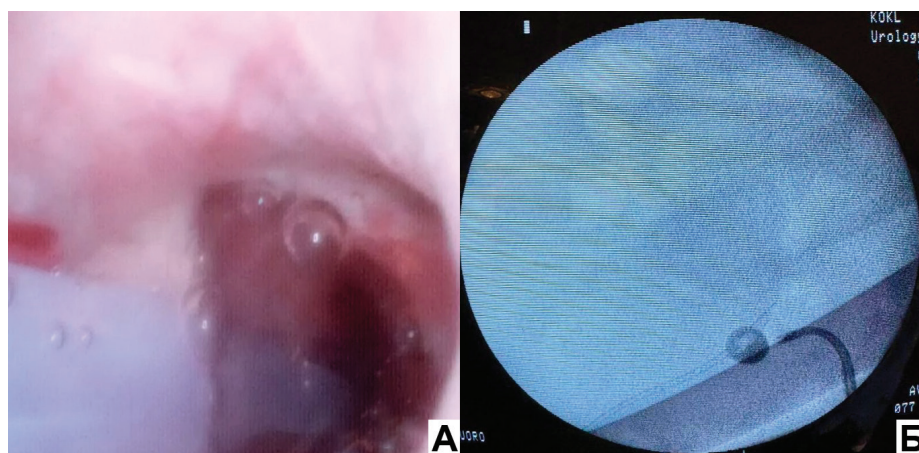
Встановлення нефростоми: А – вигляд із гнучкого уретерореноскопа; Б – вигляд при рентгеноскопії
